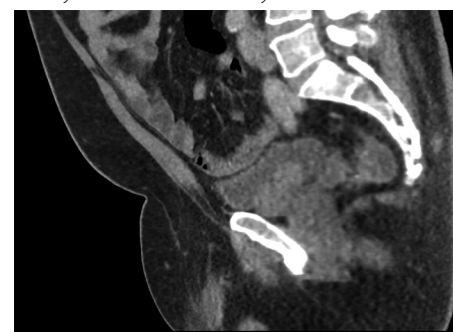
CT břicha s kontrastem, koronární řez, leiomyom močového měchýře
